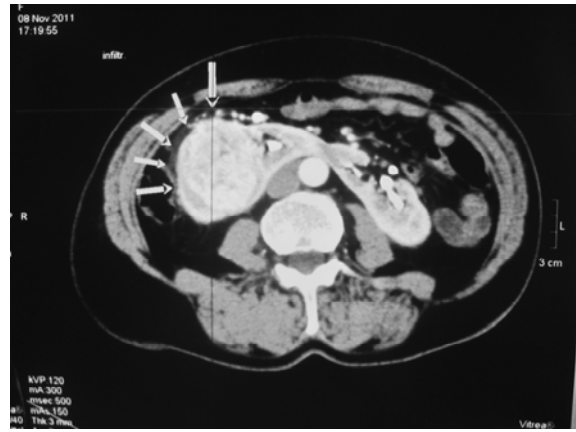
3D реконструкція комп'ютерної томографії, підковоподібна нирка та пухлина в правій половині
